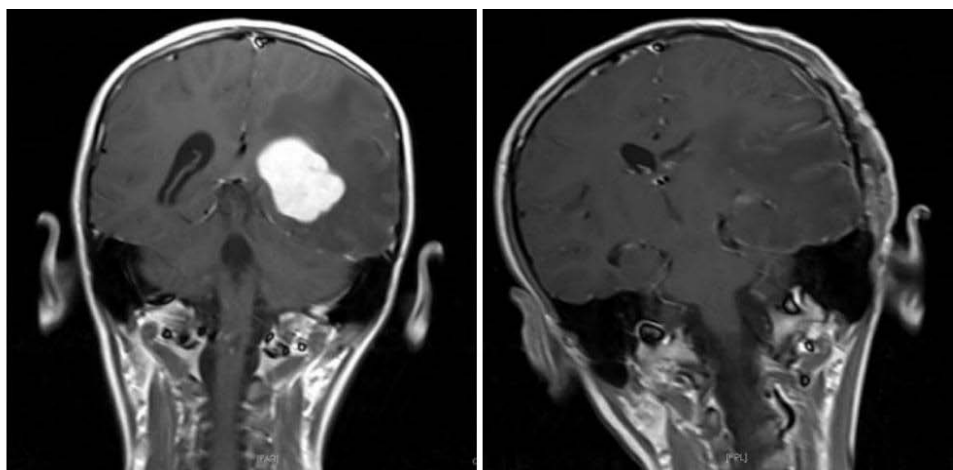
IRM en séquence T1 d'un gliome choroïde intraventriculaire
